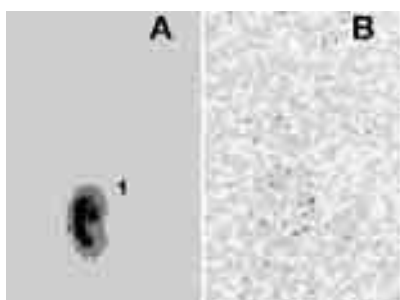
Данные сцинтиграфии у здоровых животных. А – Динамическая сцинтиграфия. Суммационная сцинтиграмма за 4 часа исследования: 1 – БРП в месте введения (кишечник). В – Статическая сцинтиграфия после экстирпации кишечника: экстраинтестинальных очагов накопления БРП не визуализируется. Бактериальной транслокации нет.
